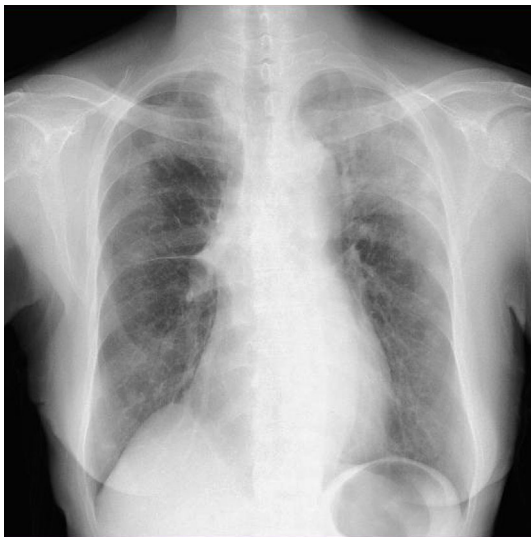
Chest X-ray showed the appearance of an infiltrative shadow in the left upper lung four months after nivolumab treatment.
